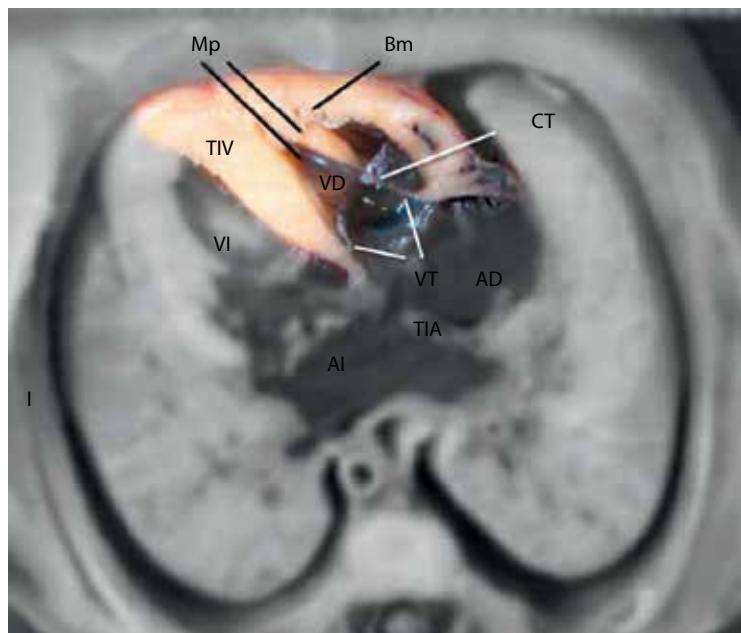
Pieza anatómica de una vista axial del corazón fetal en la vista de cuatro cámaras; el color naranja resalta el ventrículo derecho (VD) y la válvula tricúspide (VT). Nótese en el VD la inserción apical de los músculos papilares (Mp), insertándose las cuerdas tendinosas (CT) de la VT en la pared del ventrículo derecho y el ápex del corazón. La banda moderadora (Bm) también se observa parcialmente en esta vista. Compárese con la Figura 5.2. TIA: tabique interauricular; TIV: tabique interventricular; AI: aurícula izquierda; VI: ventrículo izquierdo; AD: aurícula derecha.
